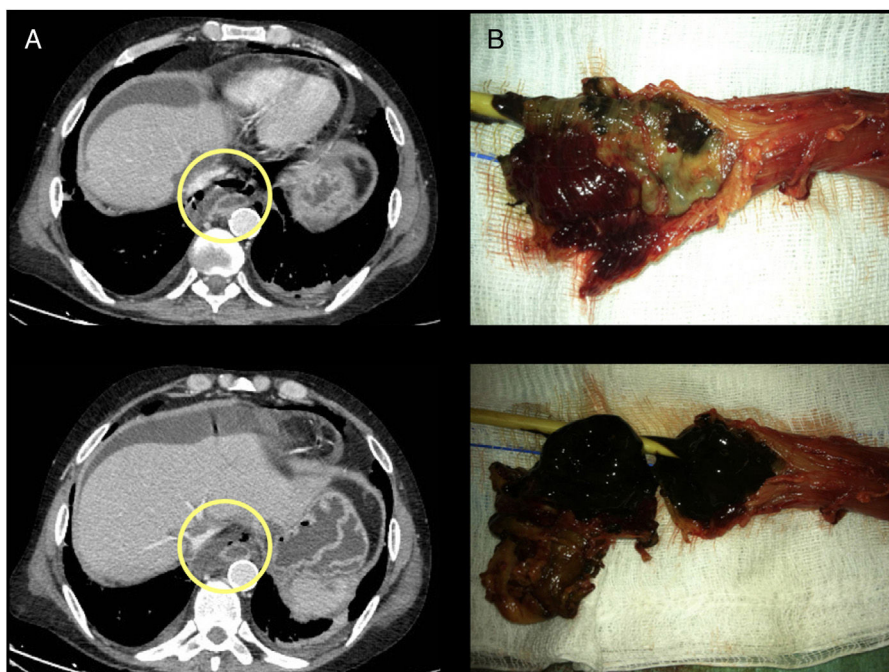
A) TC: neumomediastino y colección mediastínica. B) Pieza quirúrgica, esófago negro.
